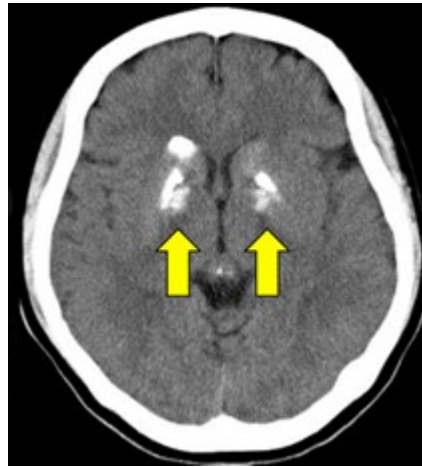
(A) 症例 1 : 頭部単純 CT 画像
